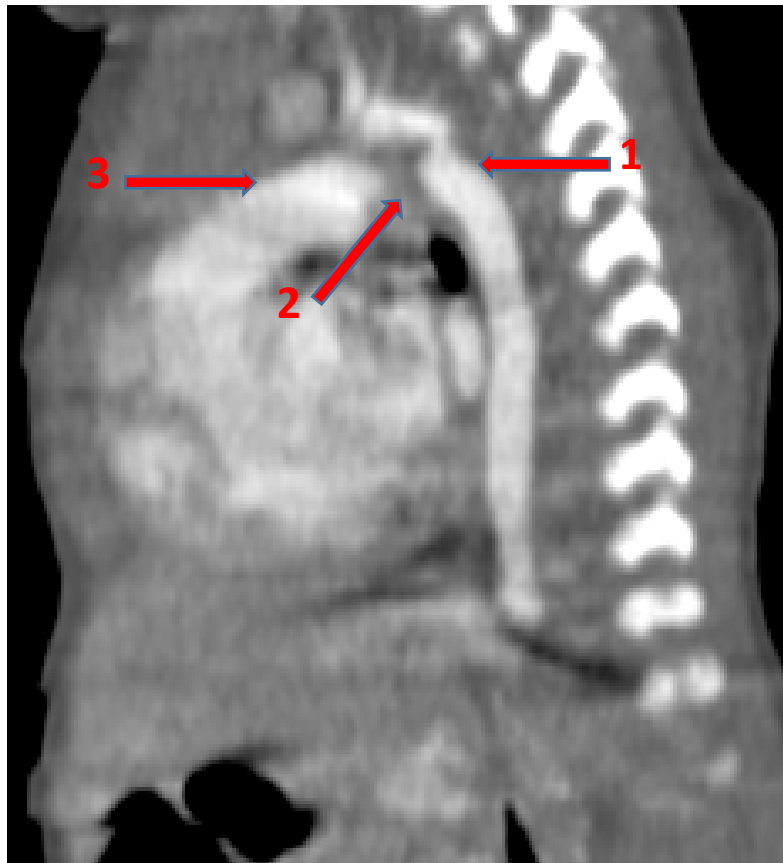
TDM thoracique, en coupe sagittale, en reconstruction MIP : Coarctation serrée de l'aorte thoracique juxta ductale chez une patiente de j22(service de radiologie CHU Mohamed VI Marrakech).
